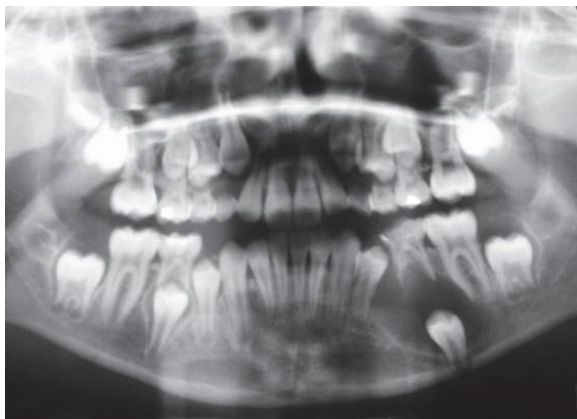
(73) Orthopantomogramme d'un patient présentant un kyste dentigère mandibulaire gauche.
